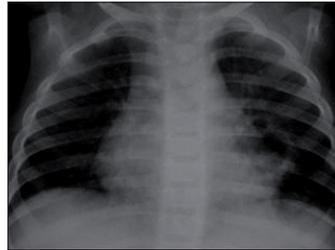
Radiografía de tórax a los 13 días del episodio de broncoaspiración (caso 2).
